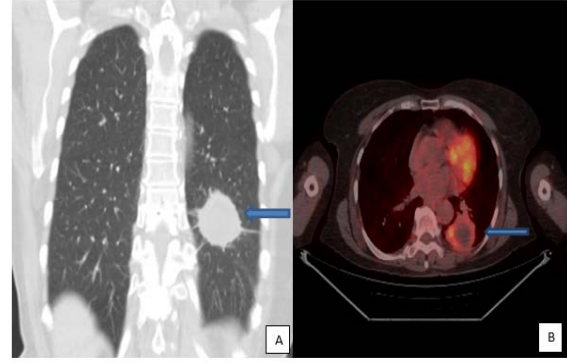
A:Sağ akciğer alt lobda paravertebral yerleşimli düzgün sınırlı semisolid lezyonun Toraks BT görüntüsü, B: Aynı lezyonun PET/CT'deki benign karakterdeki tutulumu
